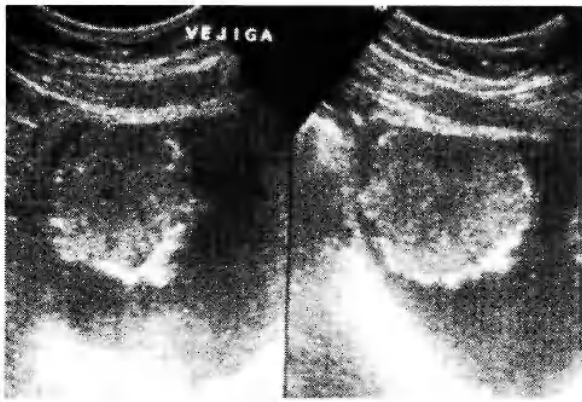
Ecografía vesical (cortes frontal y sagital). Se observa imagen sólida, hiperecogénica, sin sombra posterior ni movilización con decúbitos, en relación con pared vesical.
